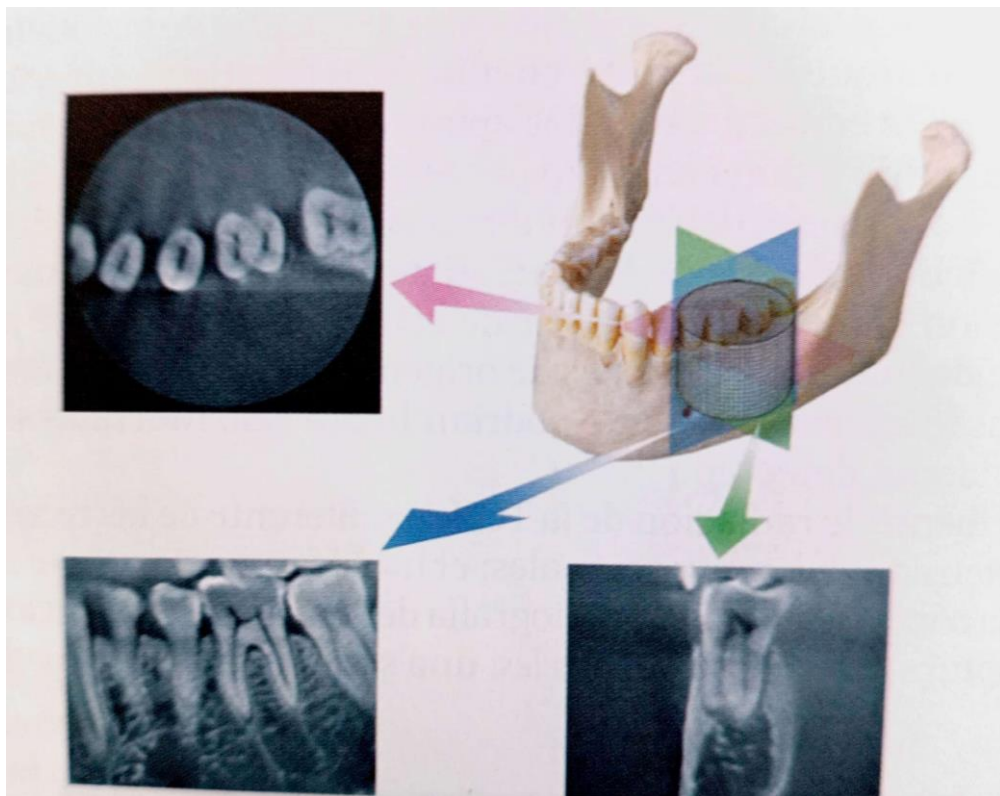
La tomografía computarizada de haz cónico tiene la ventaja de poder detectar afecciones en los órganos dentarios y sus tejidos periodontales sin obstrucción de estructuras anatómicas. Los planos de visión pueden ser axial, sagital o frontal. ¹
